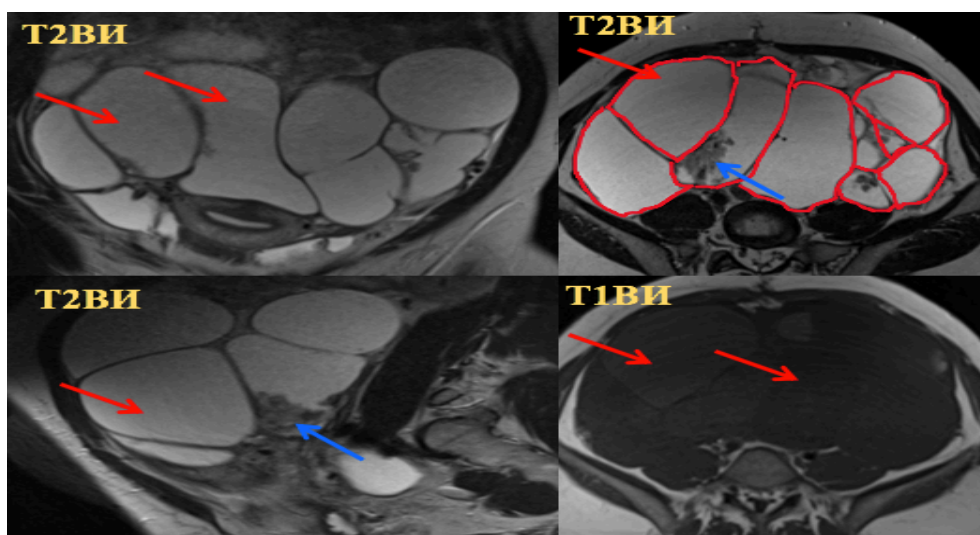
Женщина 60 лет, эндометриоидная карцинома яичников. МРТ органов малого таза в аксиальной и сагиттальной проекциях: на T2/T1ВИ определяются многокамерные кистозные образования обоих яичников (красная стрелка) с множественными папиллярными разрастаниями (голубая стрелка) и септами
